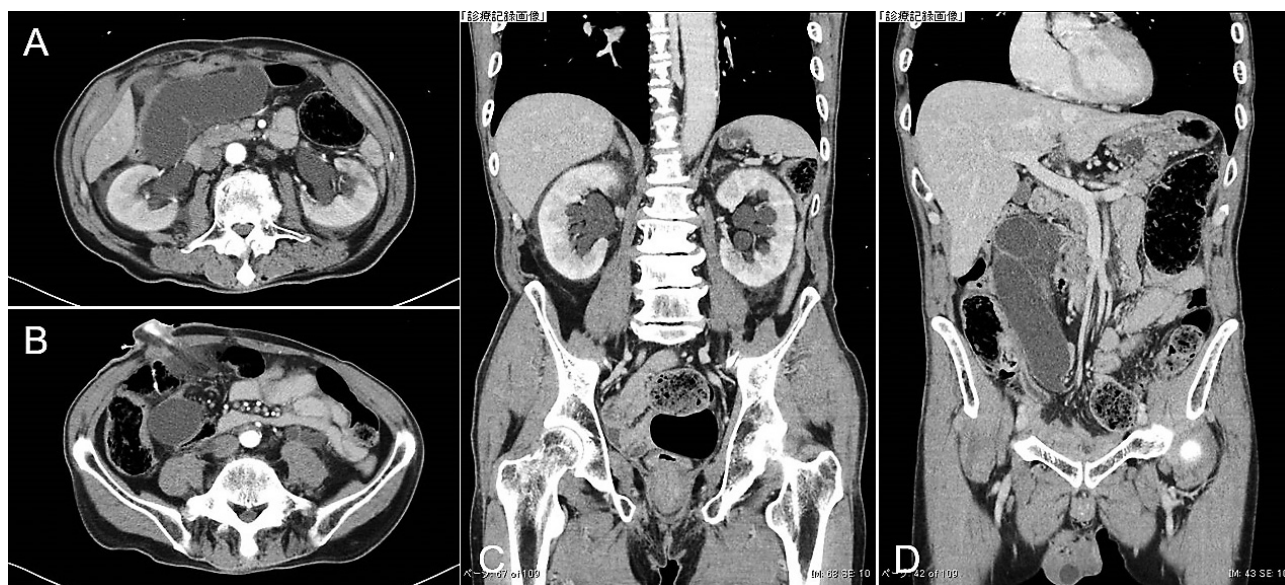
Enhanced computed tomography reveals bilateral hydronephrosis and dilated ileal conduit (axial: A and B, coronal: C and D). The intestinal wall of the ileal conduit is enhanced.
